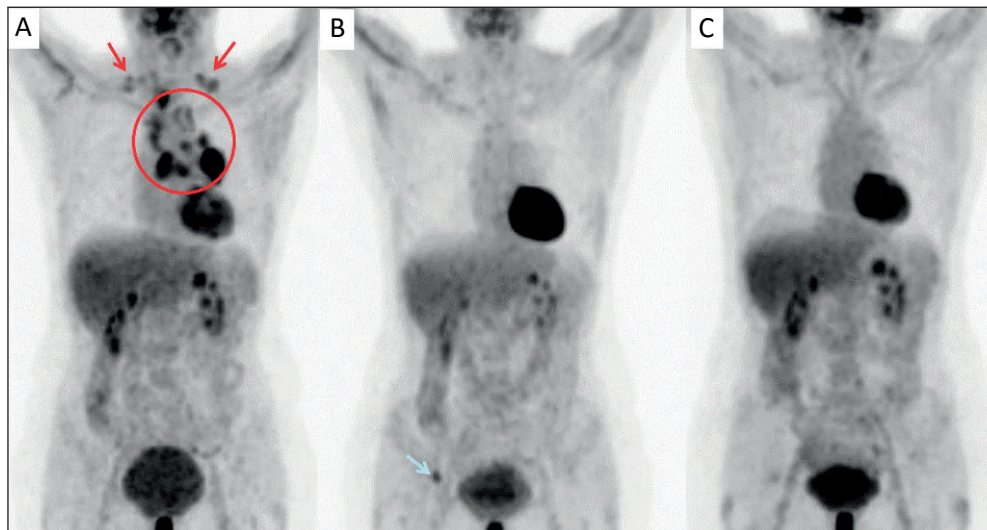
FDG-PET/CTs einer 59-jährigen Patientin mit lokal fortgeschrittenem Bronchialkarzinom (A: roter Kreis) mit supraclaviculärem Lymphknotenbefall (rote Pfeile), welcher in der CT nicht erkennbar war. Im Vergleich zum Ausgangsbefund 3/2010 (A) zeigt sich nach kombinierter Radiochemotherapie in der Nachsorgeuntersuchung 12/2010 (B) eine komplette thorakale Tumorremission, wobei nebenbefundlich eine Knochenmetastase im Becken diagnostiziert wird (blauer Pfeil). Nach Bestrahlung dieses Herdes besteht seither (C: FDG PET/CT von 3/2012, unverändert bis 6/2015) eine dauerhafte Heilung. Die Chance hierzu wäre ohne die rechtzeitige Erkennung der korrekten Tumorausbreitung durch die molekulare Bildgebung erheblich geringer gewesen.
